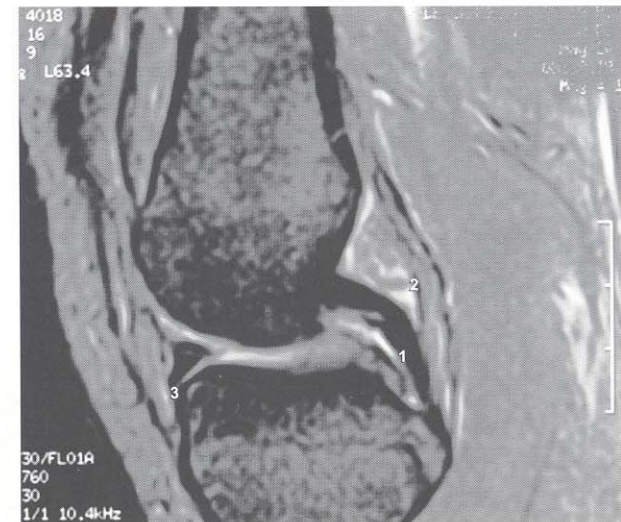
RMN. Corte sagital(análisis de imagen): 1-Ligamento cruzado posterior. 2-Cápsula articular fibrosa. 3-Menisco lateral.
